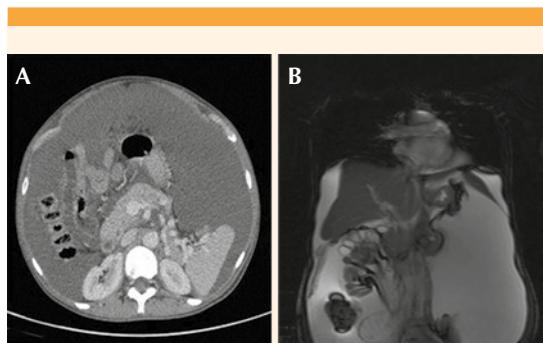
TAC y resonancia magnética nuclear abdo-minopélvicas. A) Corte axial de la TAC en el que se observa la gran cantidad de mucina que ocupaba la cavidad abdominal. B) Corte coronal de la resonancia magnética en el que se visualiza la cavidad abdominal repleta de mucina.
